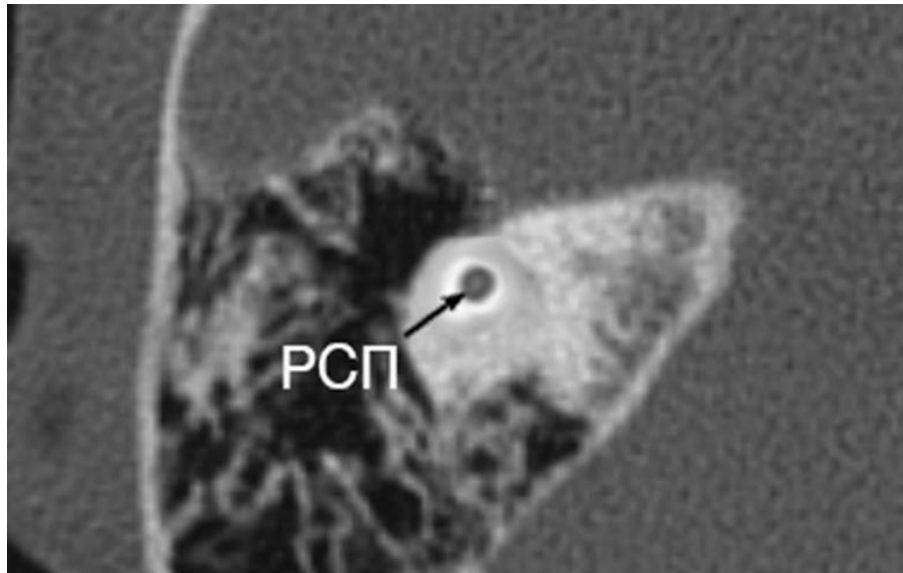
МСКТ височной кости: рудиментарный слуховой пузырек — гипопластическая слуховая капсула округлой формы без визуализации внутреннего слухового прохода (отмечено стрелкой)
